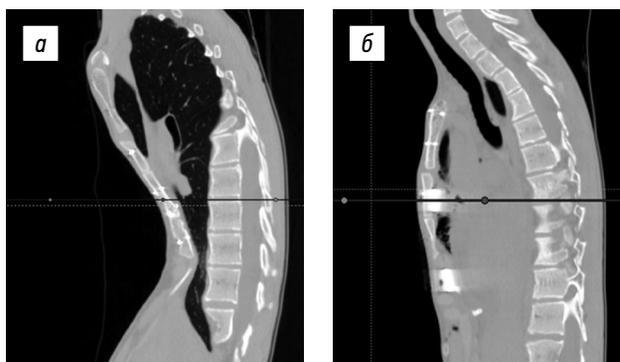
Компьютерные томограммы до и после коррекции: *а* — до операции; *б* — 5-е сутки после операции.
